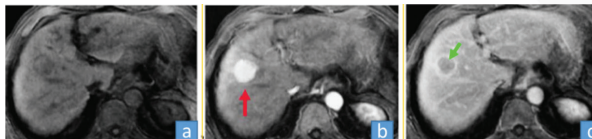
Imagen de RM en T1: a: simple, b: fase arterial (la flecha roja muestra un marcado realce de la lesión), c: fase portal con realce periférico de la pseudocápsula
